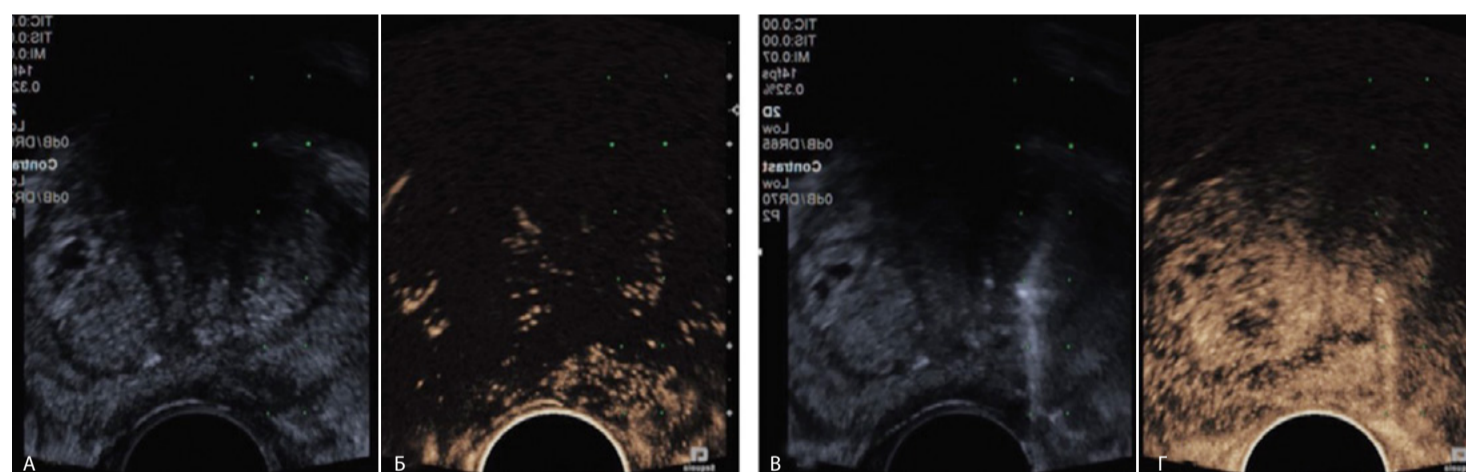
Визуализация патологического очага с помощью КУУЗИ: А — ТРУЗИ простаты в серой шкале, Б — ТРУЗИ простаты в режиме КУУЗИ после введения КА, В — ТРУЗИ простаты в серой шкале в момент биопсии, Г — ТРУЗИ простаты в режиме КУУЗИ в момент биопсии
